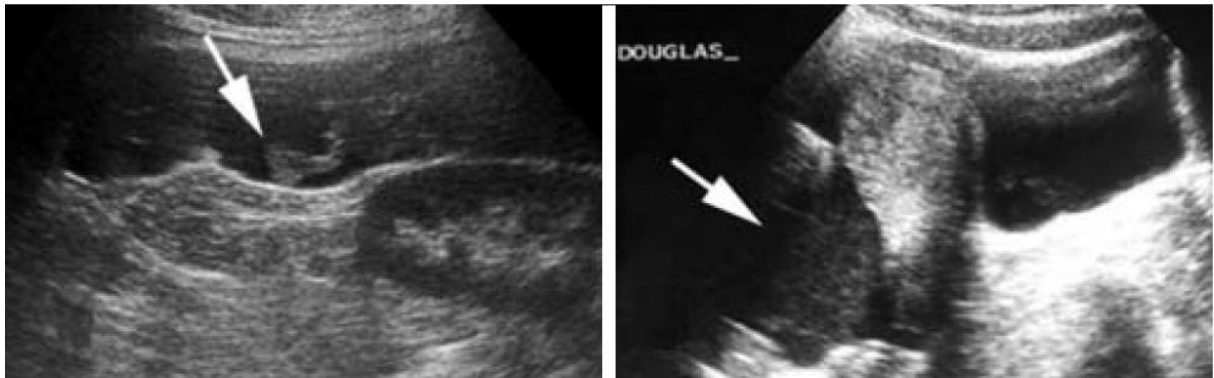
Aspect échographique d'un hémopéritoine
